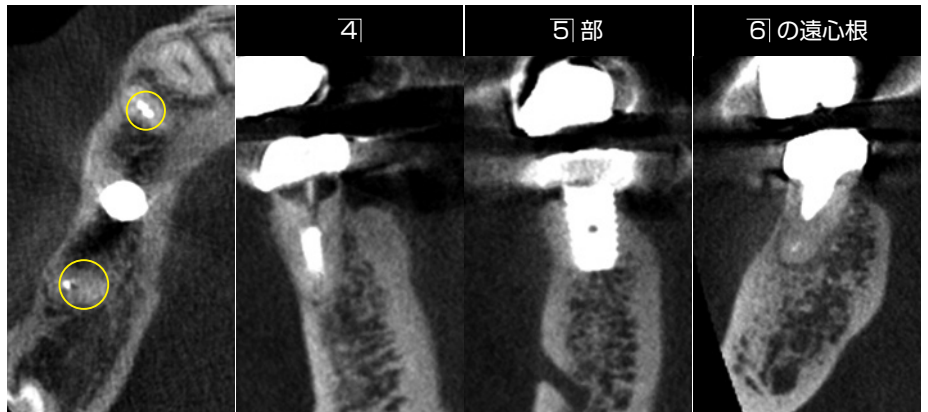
術前のCT所見から骨質と骨量の診査し、インプラントのデザイン、直径、長さ決定する。5]部のインプラントは撤去することとした。
